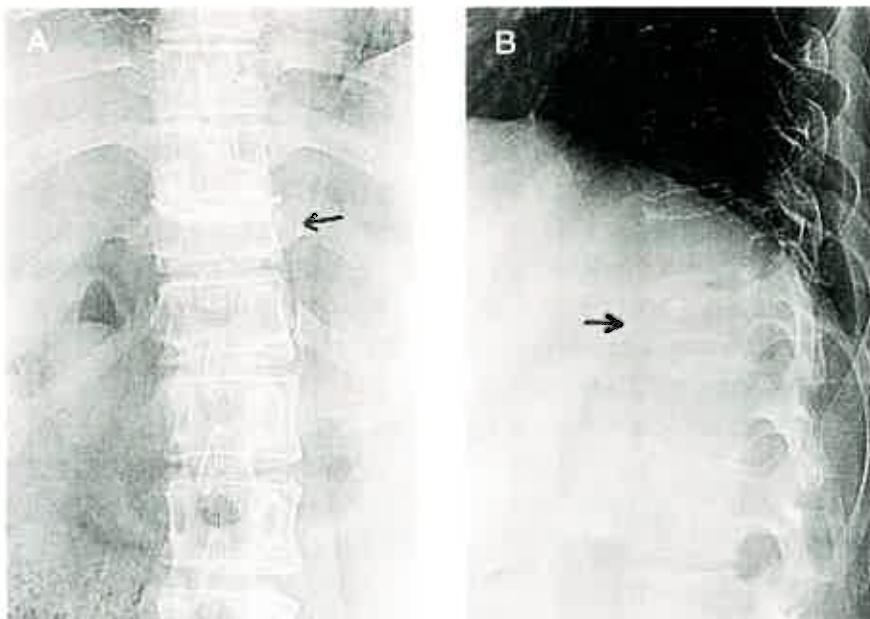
胸腰椎移項部の単純X線像 (A:正面図, B:側面図)
